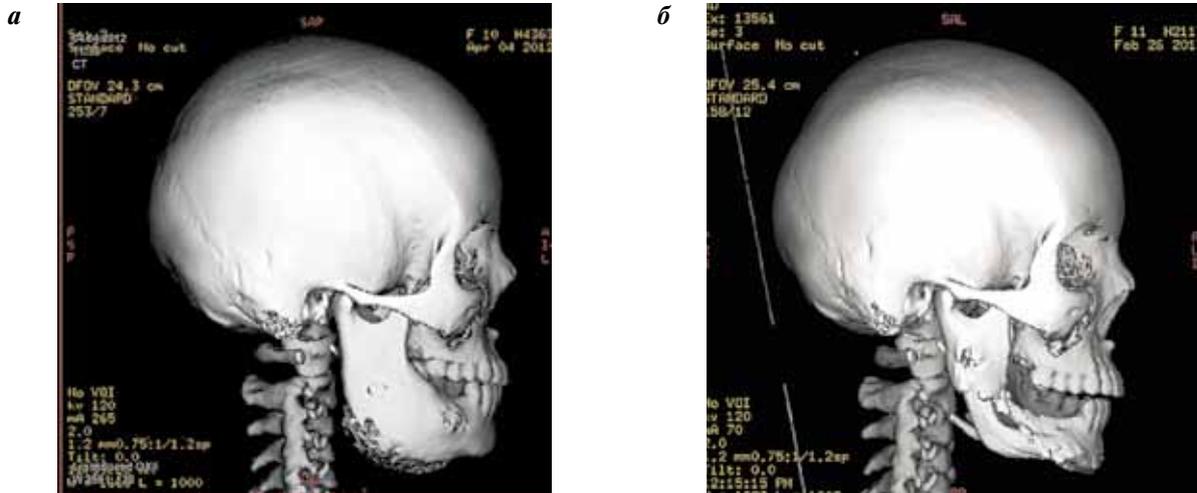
Ювенильная оссифицирующая фиброма нижней челюсти. Данные КТ: а – до оперативного вмешательства. Отмечается поражение тела, угла и восходящей ветви нижней челюсти. Суставной и венечный отросток интактны; б – через 1 год после операции, пластика дефекта реvascularизированным малоберцовым трансплантатом. Реконструировано тело и восходящая ветвь нижней челюсти
